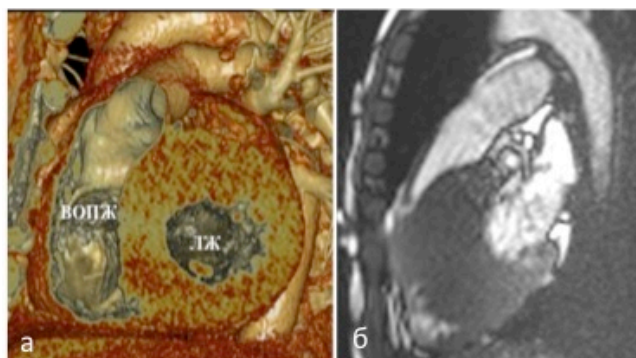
Пример изображения ВОПЖ методами МСКТ-АГ (А, 3D-реконструкция) и МРТ сердца (Б, кино-последовательность).
